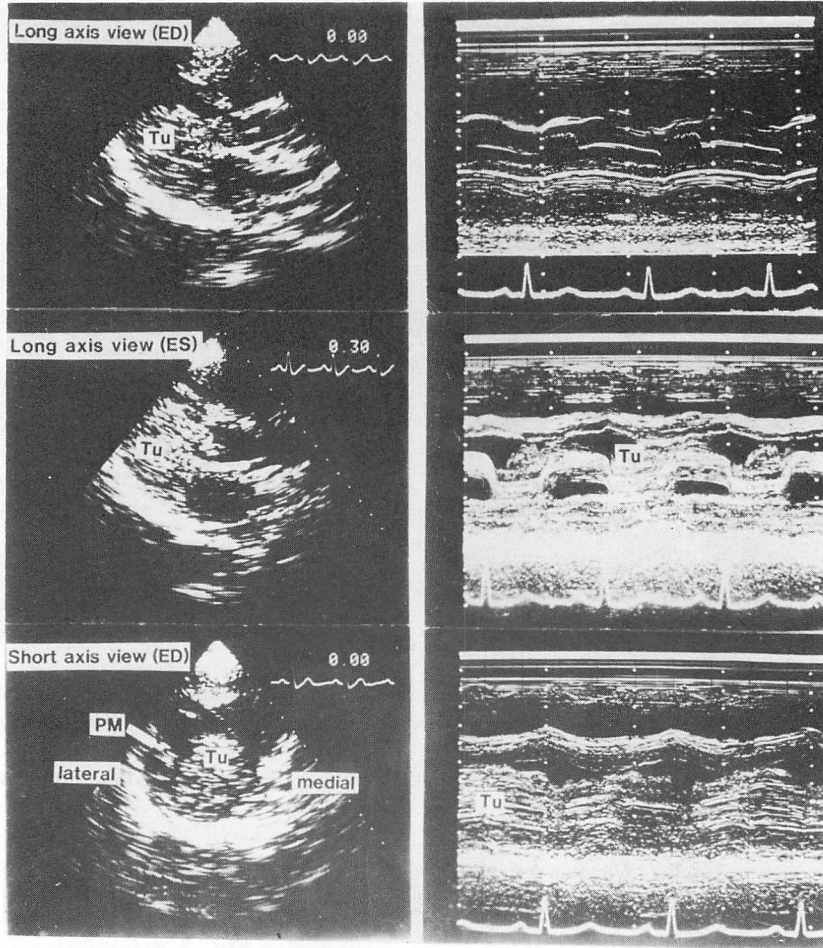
Echocardiograms recorded three weeks after admission.
